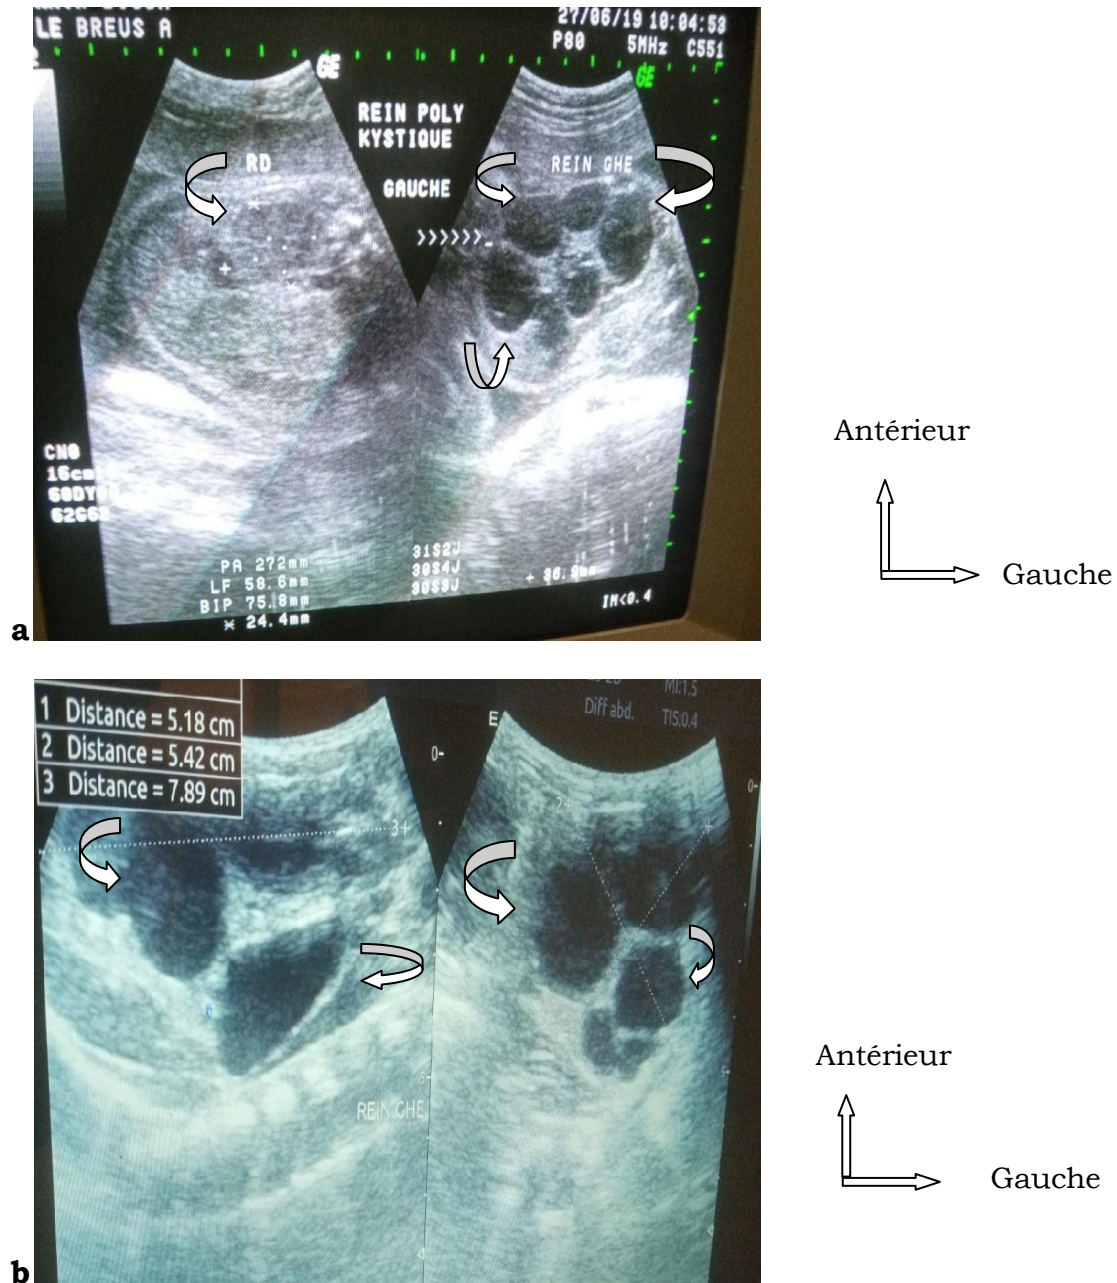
a : Image échographique du rein gauche multikystique, rein droit d'aspect normal, chez un fœtus de 30SA ; b : 2 jours de naissance, une échographie de contrôle confirme un rein gauche multikystique (dysplasie rénale gauche).
